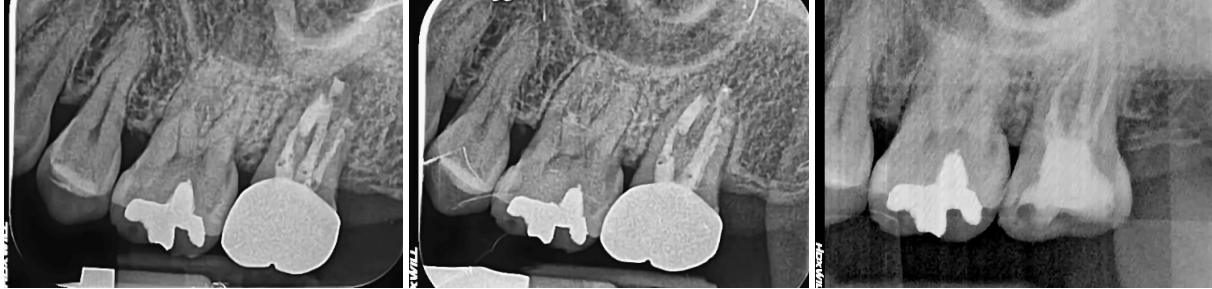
근관충전 후 치근단 방사선사진 (좌). 3년 후, 근단부 염증이 재발하여 치아재식술을 시행한 수술 직후 (중). 수술 2년 경과 후, 근단부 염증이 해소됨을 확인할 수 있다.
